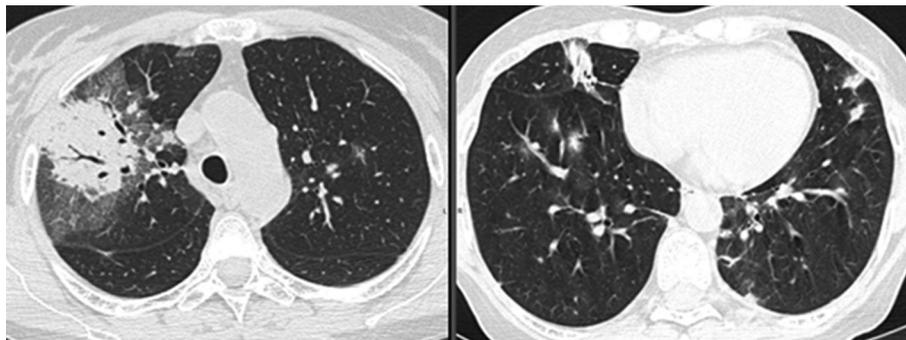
Tomografía de tórax 21/01/2022
